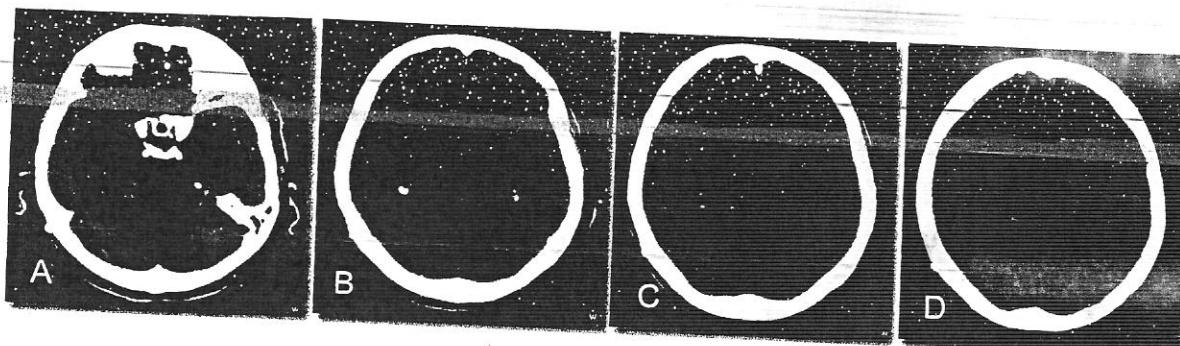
Hidrocefalie internă cu presiune normală – CT cerebral nativ.
